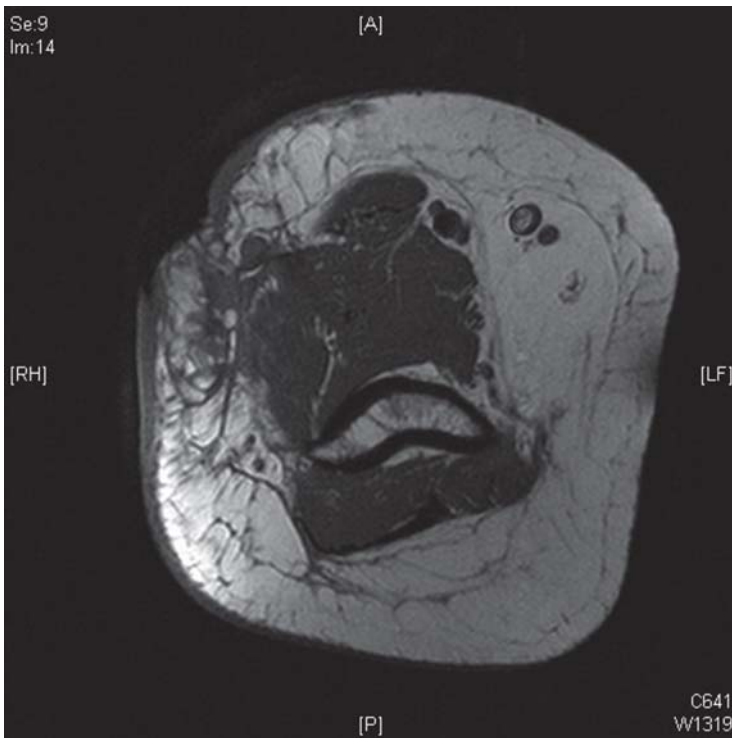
(Fall 3): Magnetresonanztomographische Aufnahme des Oberarms rechts vor chirurgischem Wunddebridement: Entzündung der Subkutis. Kein Anhalt für eine Entzündungsausbreitung in die Muskulatur oder in ossäre Strukturen.
